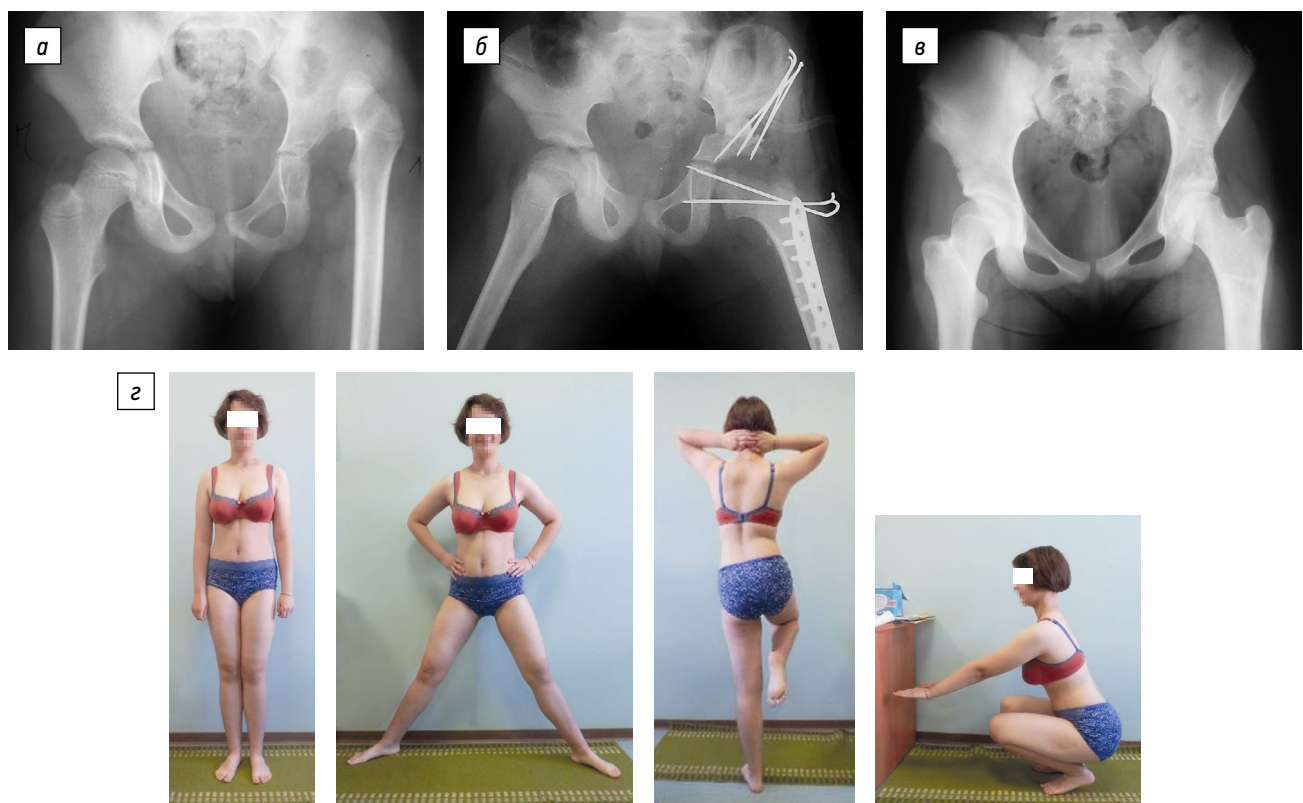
Пациентка С. с высоким врожденным вывихом левого бедра на этапах лечения: а — рентгенограмма в возрасте 7 лет до лечения, подвздошный вывих левого бедра, головка бедренной кости располагается на уровне крыла подвздошной кости, прерывистость линии Шентона составляет 5 см; б — рентгенограмма сразу после проведения этапного лечения с восстановлением соотношений в левом тазобедренном суставе; в — рентгенологический результат лечения в возрасте 15 лет; группа IA по классификации Severin; з — функциональный результат лечения (возраст 15 лет); группа «отлично» по критериям McKay's
